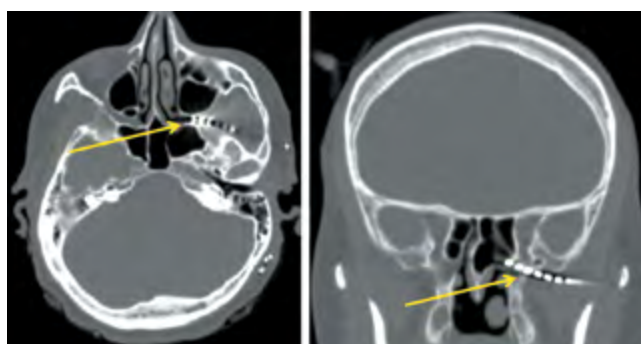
КТ головного мозга. А — аксиальная проекция; В — коронарная проекция. Электрод в крылонебной щели слева (стрелки).
